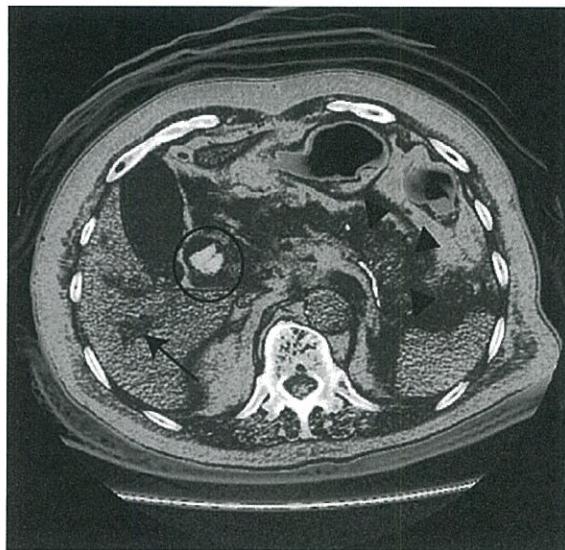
造影CT検査；総胆管結石を丸印で示す。肝内胆管の拡張を矢印で示す。膵尾部周囲の脂肪織濃度上昇を三角で示す。
